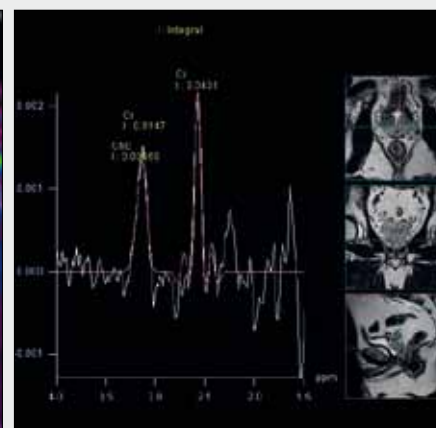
3T MRI, karcinom prostaty u nemocného po TURP. A – TSE T2; B – DWI; C – mapa průtočného objemu; D – mapa Ktrans; E – spektroskopie
